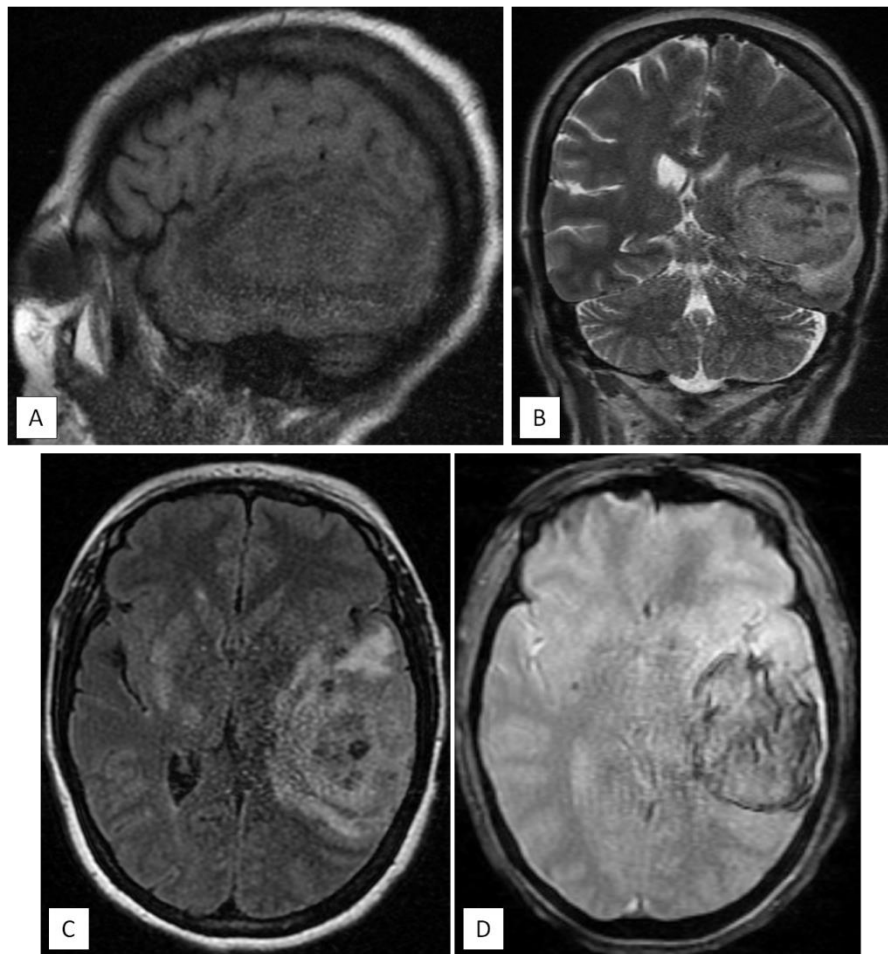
L'IRM cérébrale objective la présence d'un hématome intra parenchymateux pariéto-temporale gauche se présentant en isosignal T1 par défaut de constitution du caillot (coupe sagittale : A), en hypersignal T2 (coupe coronale : B) et FLAIR (coupe axiale : C), hétérogène contenant des zones d'asignal T2* (coupe axiale : D), et non rehaussé après contraste. Il est entouré d'un œdème péri-lésionnel en hypersignal T2 (B). L'ensemble comprime le VL homolatéral avec discrète déviation de la ligne médiane et efface les sillons corticaux en regard.
